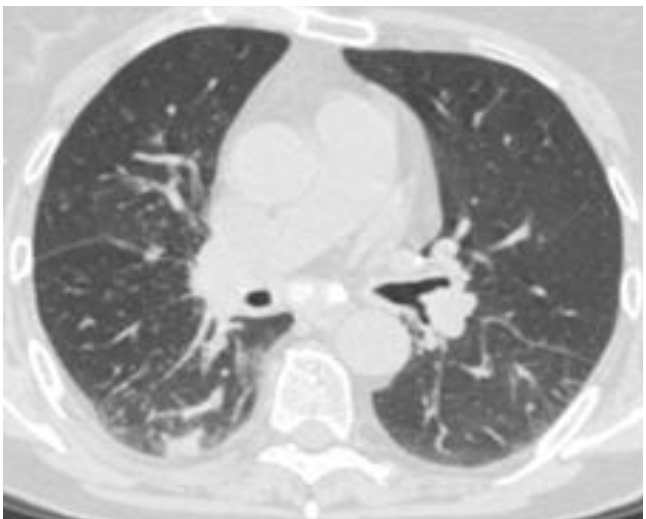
Компьютерная томограмма больной К. при поступлении
